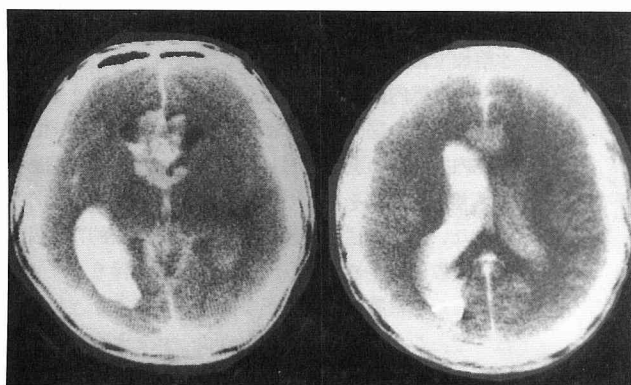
CT scan immediately after aneurysmal rupture during angiography demonstrates high density area in the basal cistern and the ventricles such as metrizamide CT ventriculography.
